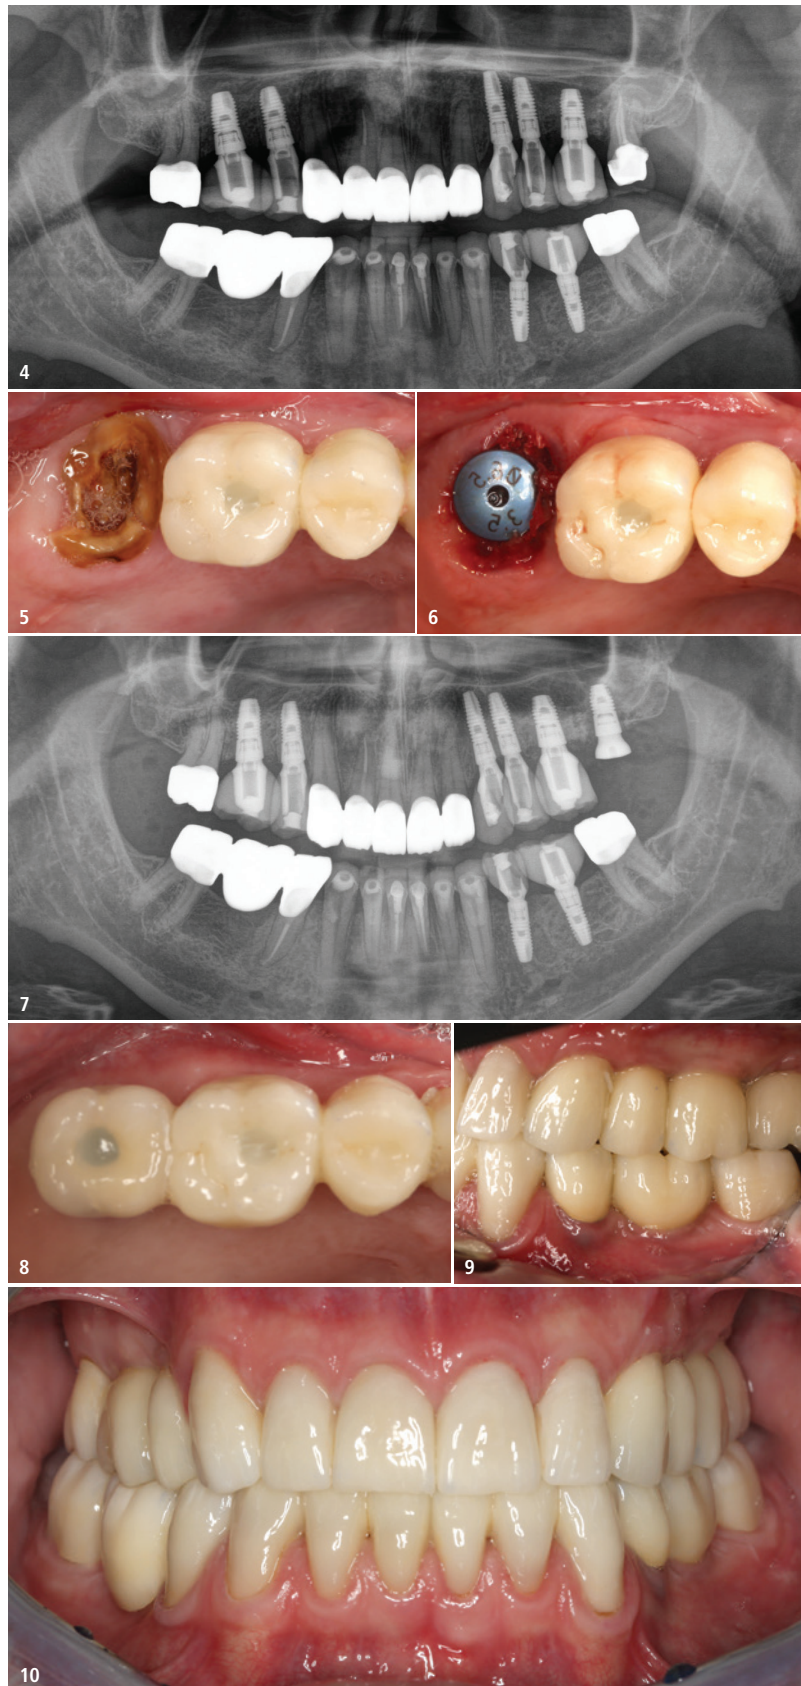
Kontrollröntgenbild 2019. – Abb. 5: Ein Jahr später: Zahn 27 musste als nicht erhaltungswürdig eingestuft werden. – Abb. 6: Sofortimplantation nach Extraktion von Zahn 27 mit Healing-Abutment zum Verschluss. – Abb. 7: Kontrollröntgenbild; in Regio 27 ist ein Astra Tech Implant EV Profile 4.8 PC 9 mm inseriert. – Abb. 8 und 9: Das Implantat in Regio 27 ist mit einer vollkeramischen Krone versorgt, die sich funktionell sowie ästhetisch an den bereits vorhandenen Implantatrestaurationen orientiert. – Abb. 10: Implantatkontroll-Konsultation in der Praxis; stabile Situation.
